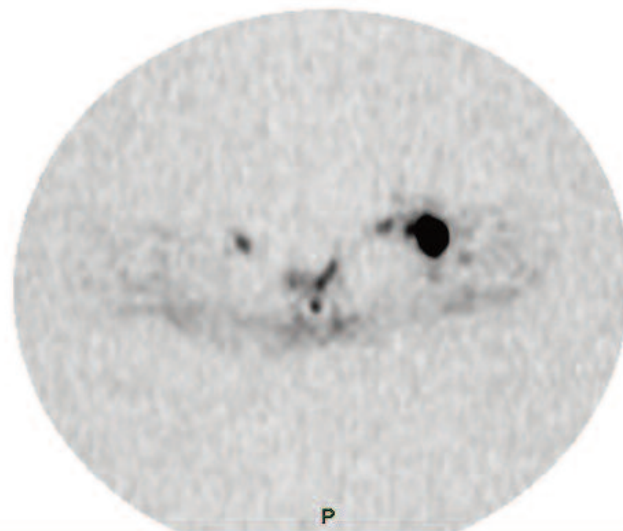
Immagine DWI assiale. Marcata restrizione della diffusività in sede sovraclavareare sinistra per linfadenopatia.
